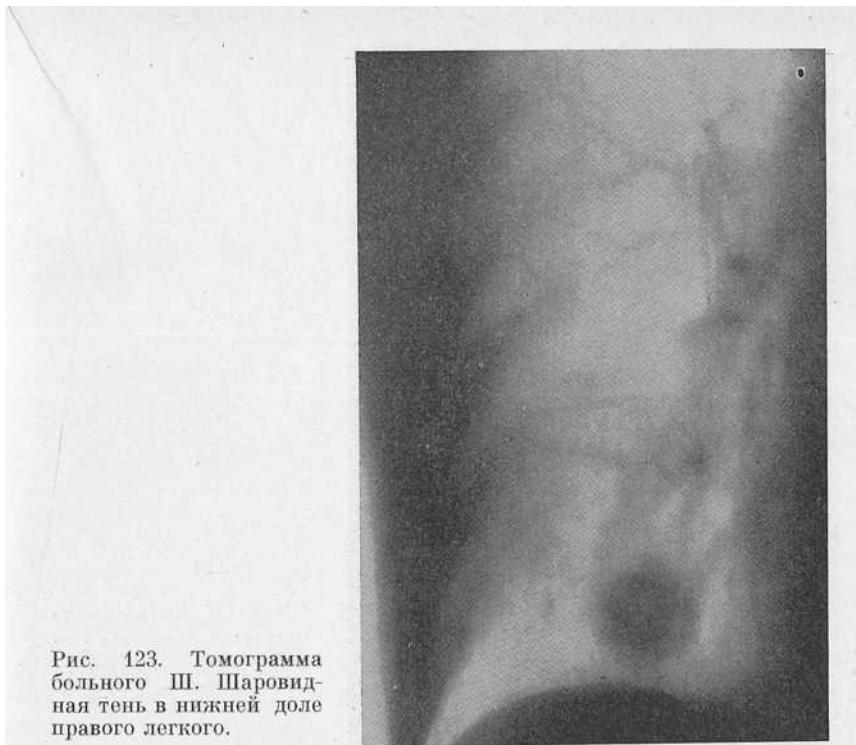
Томограмма больного Ш. Шаровидная тень в нижней доле правого легкого.
